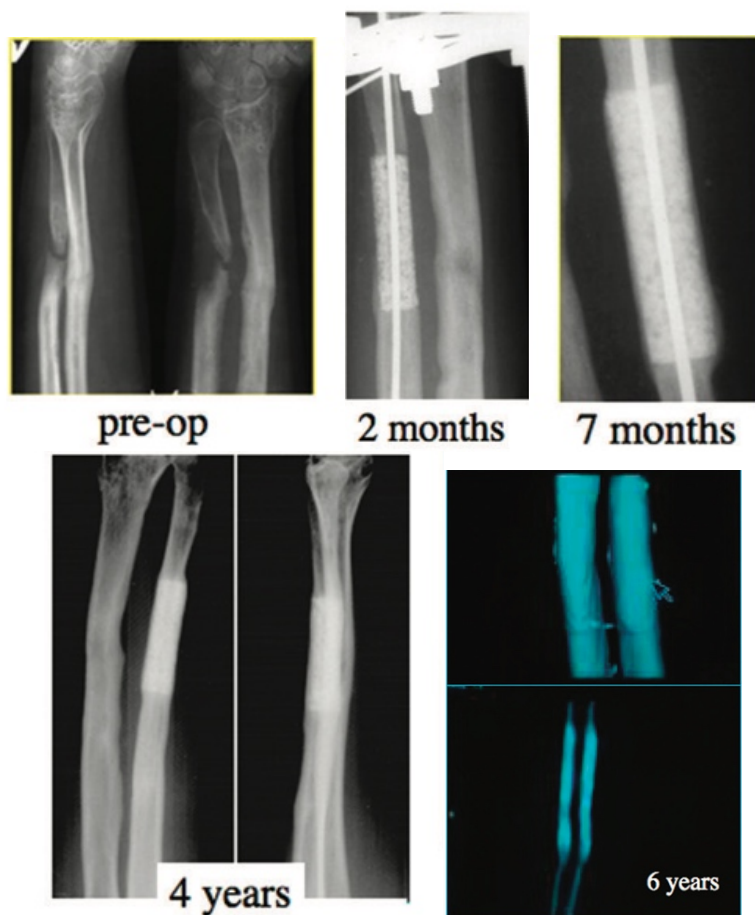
caso 2. Nella radiografia preoperatoria è ben visibile una perdita ossea di 4 cm a livello dell'ulna prossimale. A 2 mesi dall'intervento, si osserva il costruito impiantato, stabilizzato attraverso l'inserimento di un filo K; è visibile la formazione del callo all'interfaccia tra l'osso ospite e il cilindro in HA. A 7 mesi dall'intervento chirurgico, è evidente una completa integrazione dell'impianto e un'estesa neoformazione ossea in tutto il materiale; il filo K è ancora posizionato all'interno del canale midollare. A 4 anni, l'integrazione osso-impianto è mantenuta e non ci sono prove di fratture implantari. La TAC (ricostruzioni 3D e 2D) a 6 anni dimostra una ricostruzione completa dell'ulna con la presenza di un canale midollare all'interno dell'impianto. Non sono stati rilevati segni radiografici di riassorbimento bioceramico.
